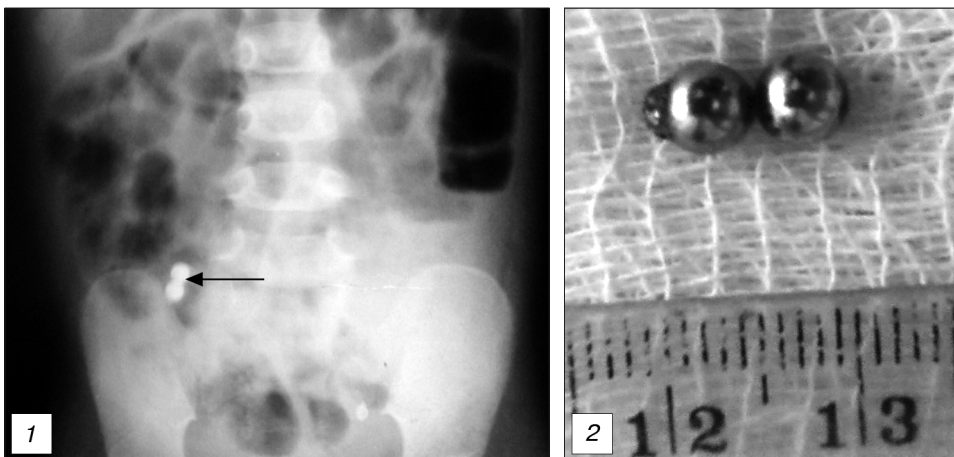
Обзорная рентгенограмма органов брюшной полости больной К.
